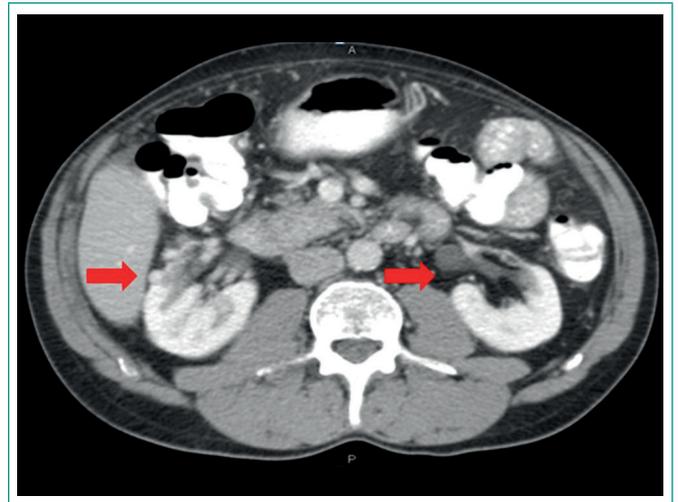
Corte de TAC abdominal. Las flechas señalan quistes renales complejos bilaterales
